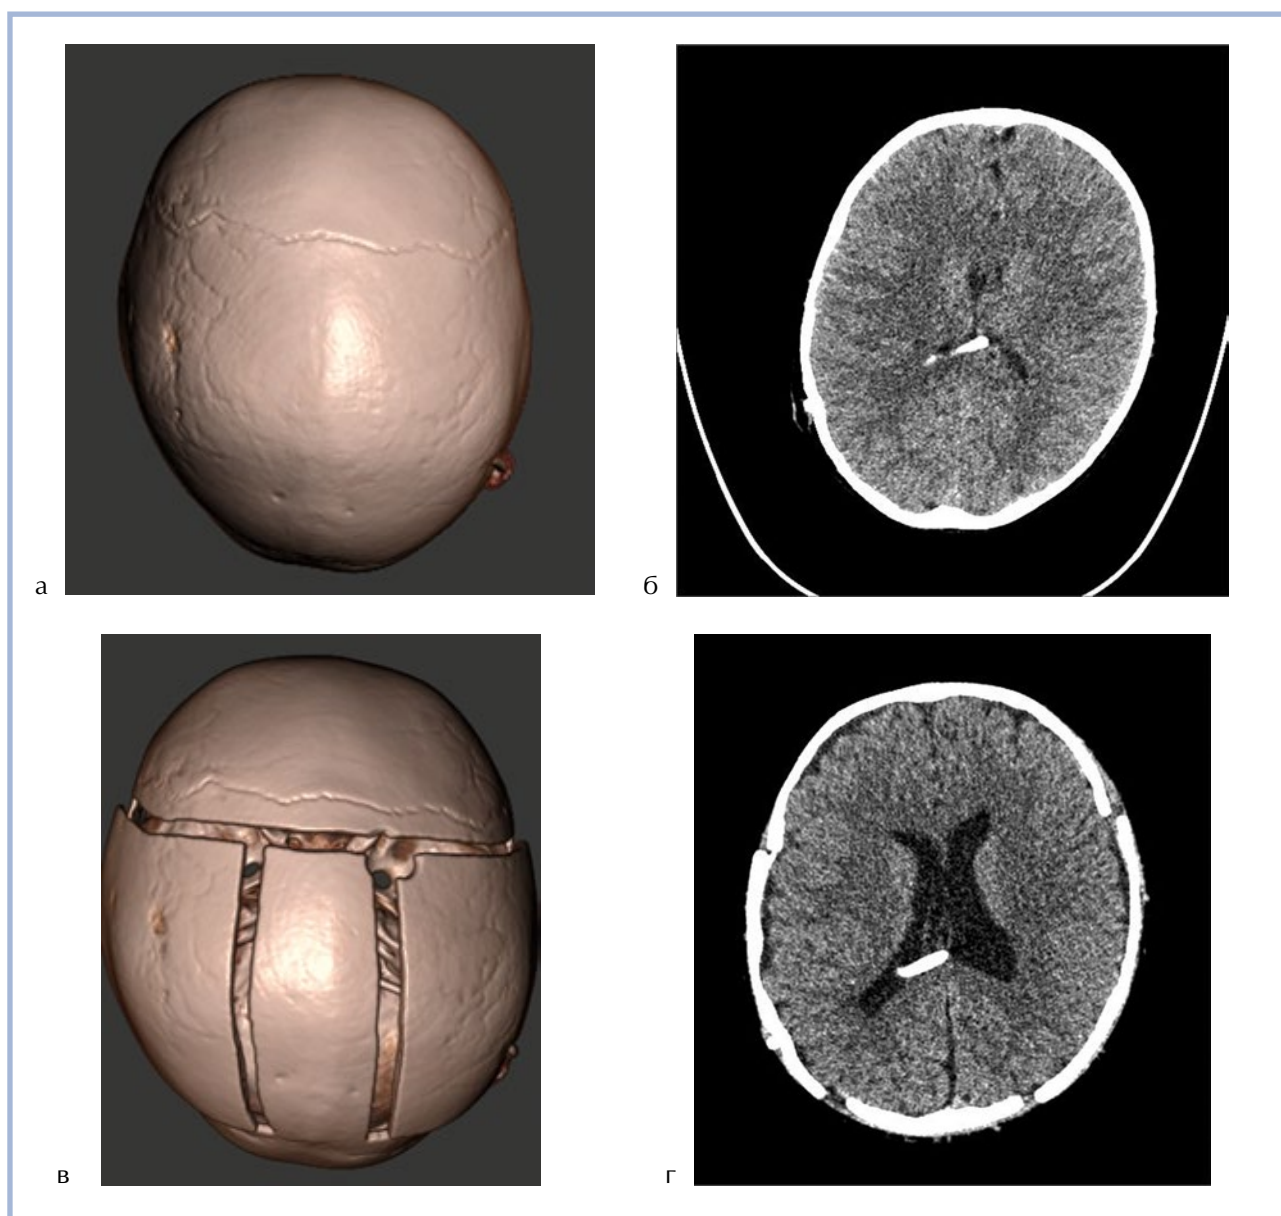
Клинический пример 2. а — реконструкция КТ головного мозга определяется синостозирование сагиттального шва; б — шелевидные боковые желудочки. Конвексимальные субарахноидальные пространства не прослеживаются; в — КТ после реконструкции черепа; г — положительная КТ-динамика: нормализация размеров желудочков, появление субарахноидальных пространств.
